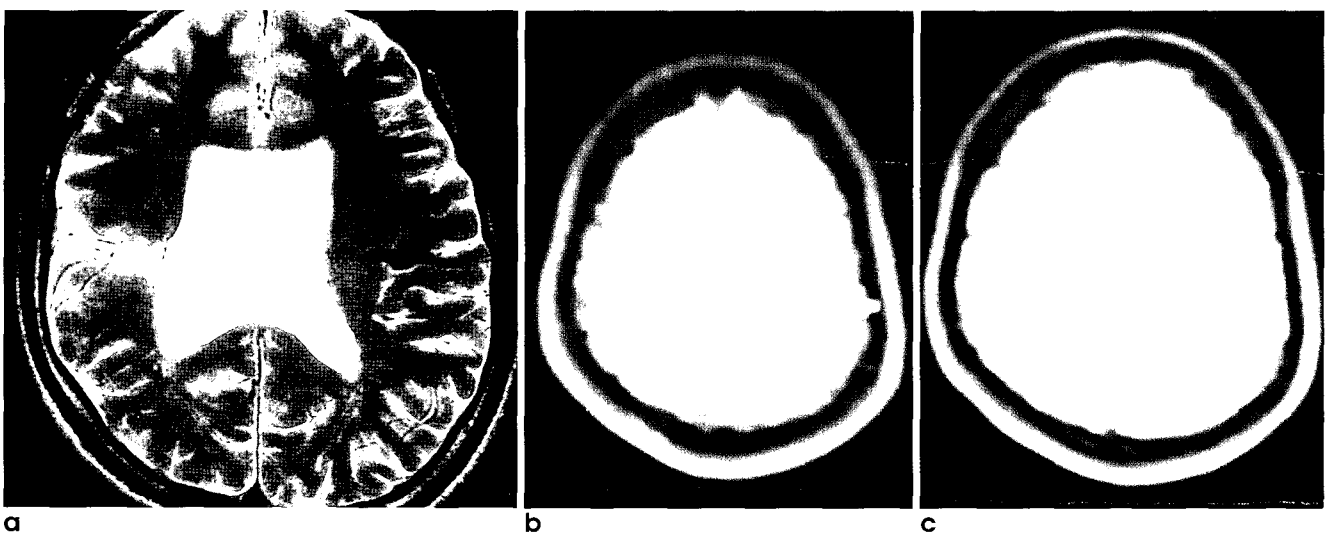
A patient with schizencephaly. T2-weighted image(a) shows schizencephaly in right cerebral hemisphere. Flexion-extension exercise of right hand resulted in normal activation in left primary motor cortex(b). Flexion-extension exercise of left hand resulted in activation in the left primary motor cortex, and left premotor cortex(c).
